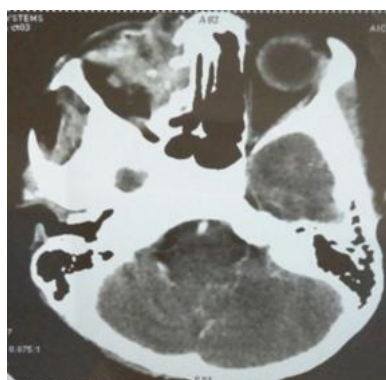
TDM : absence du globe oculaire
